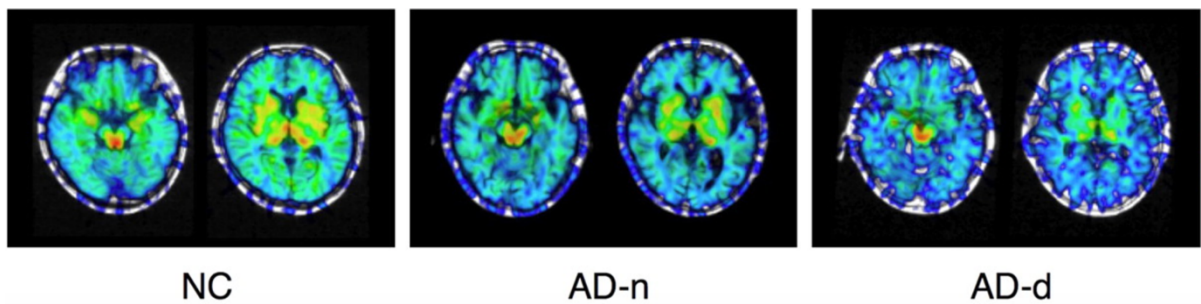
Images du PET scan d'un sujet sain (NC), d'un patient Alzheimer non dépressif (AD-n) et patient Alzheimer dépressif (AD-d)
